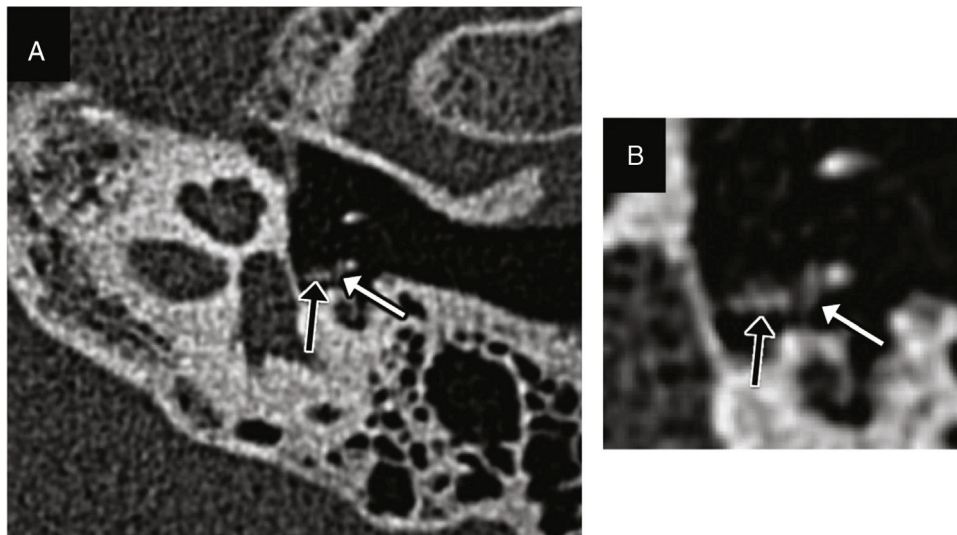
Fractura de estribo. A) Reconstrucción transversal de TC en el plano del estribo en la que se observa una fractura de su superestructura (marcados con flechas negra y blanca los fragmentos). B) Ampliación de la imagen que facilita su identificación.
